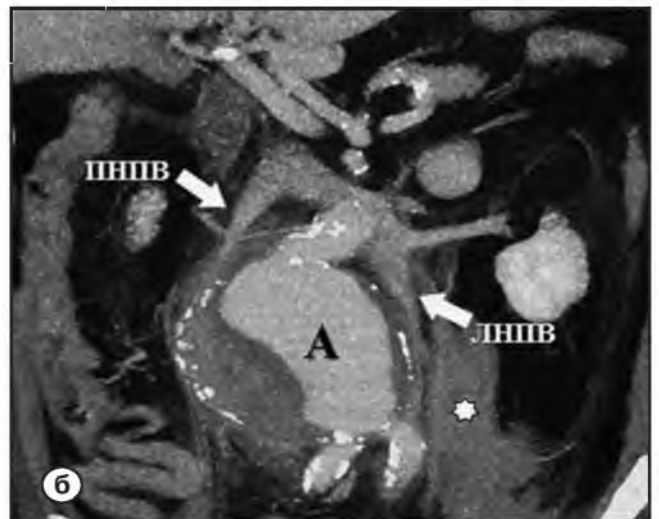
Пациент Б., 76 лет, с аневризмой абдоминальной аорты, осложнившейся разрывом, с формированием забрюшинной гематомы, в сочетании с удвоением нижней полой вены. КТ-ангиография (венозная фаза):
